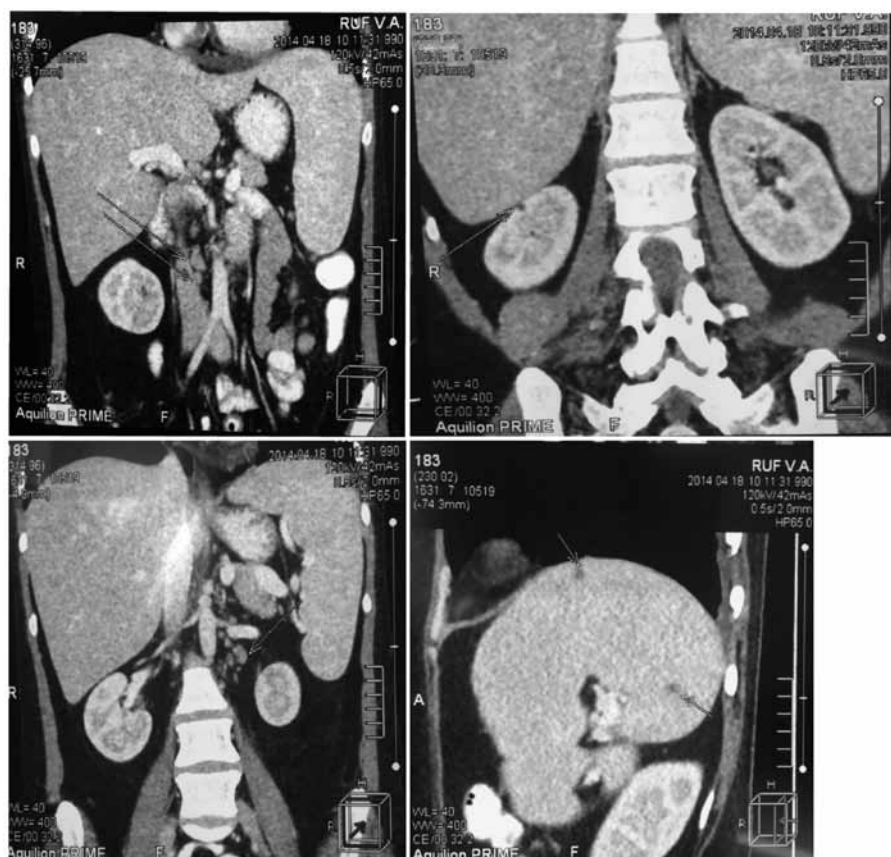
КТ органов брюшной полости больной Р. от 18.04.2014 г. – спленомегалия, рассеянные очаги в паренхиме селезенки; единичные очаги в корковом слое почек; гепатомегалия; диффузные изменения печени; количественное увеличение парааортальных лимфоузлов
